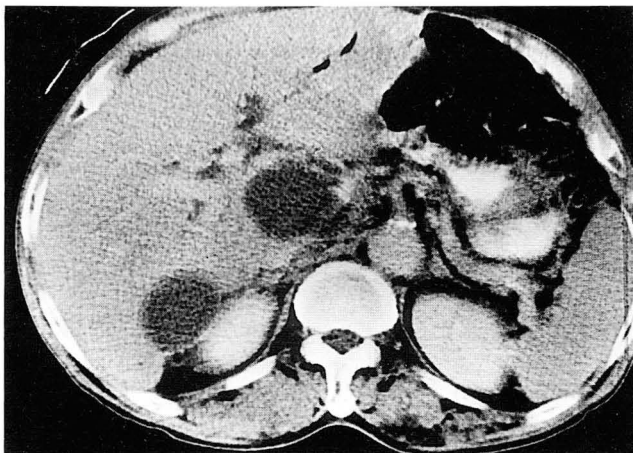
Postcontrast CT scan shows two well-defined low attenuation masses in the lobe right and caudete lobe. There is no internal septation.
